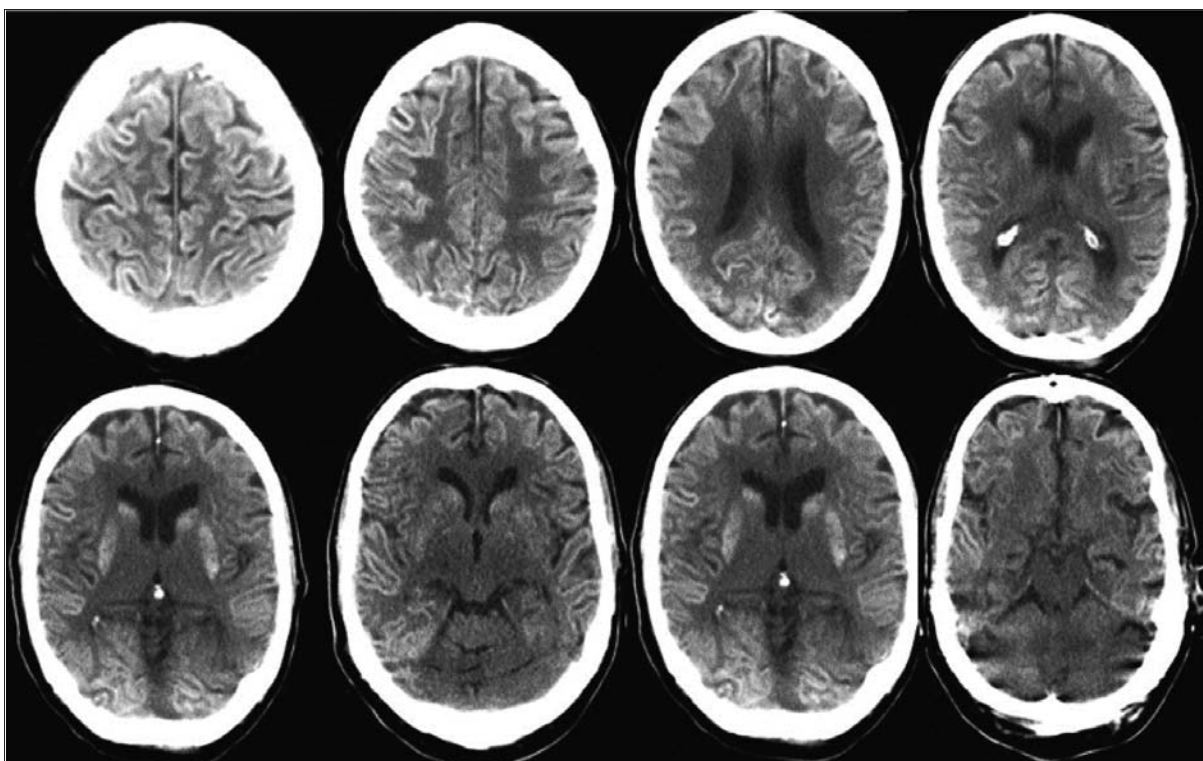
Tomografía computarizada de cráneo al ingreso a la unidad de cuidados intensivos. Se evidencia aumento de la diferencia de la densidad entre la sustancia gris y blanca predominantemente en región supratentorial, con reintensificación espontánea y con contraste intravenoso de las zonas corticales cerebrales; aumento de la hipodensidad periventricular sugestivo de edema transependimario.
